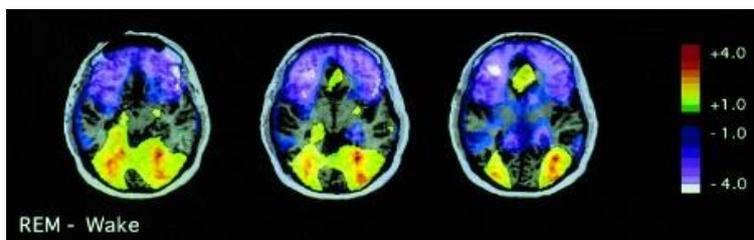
Neuroimmagine di tomografia ad emissione di positroni (PET) mostra il cervello in sezione orizzontale, emergono le differenze tra l’attività dello stato di veglia e il REM (Bear, 2016).
